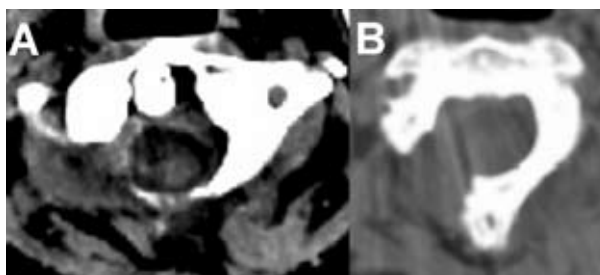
Спиральная компьютерная томограмма после удаления опухоли. Визуализируется зона костных резекций. А — КТ-срез на уровне C_1 позвонка, В — КТ-срез на уровне C_{11} позвонка
